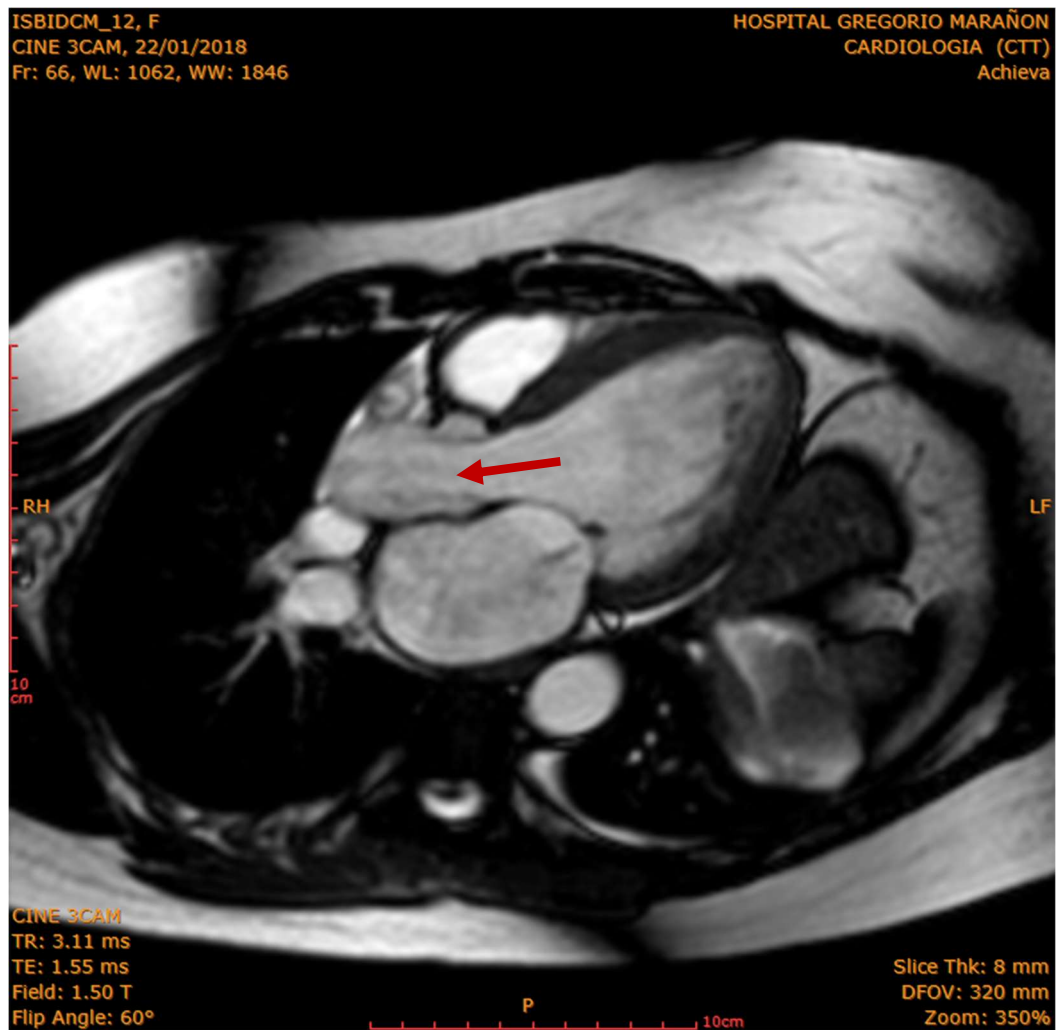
Imagen de Cine de Resonancia Magnética en vista de 3 Cámaras en fase de sístole.
